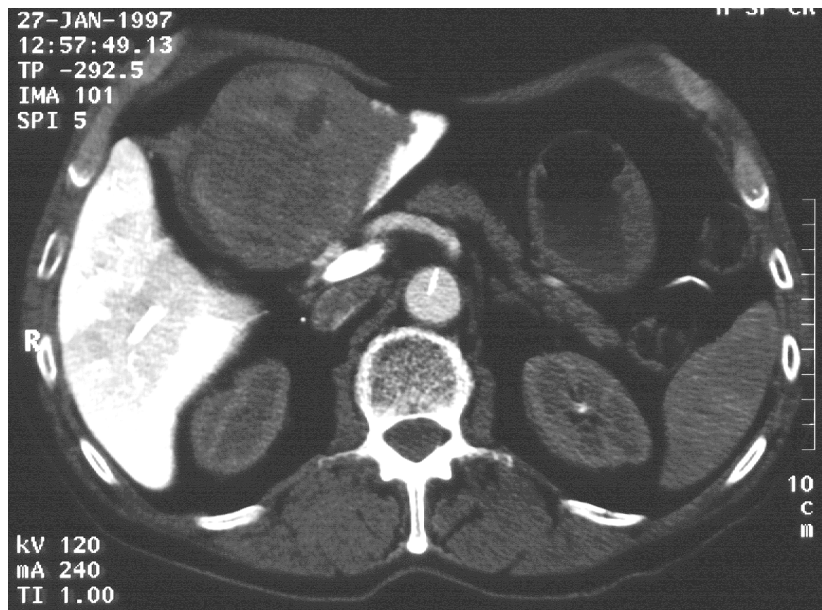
prätherapeutisches CT mit Kontrastmittel eines Patienten (81 Jahre) mit HCC: hypodenser Tumorknoten im Lebersegment 3
